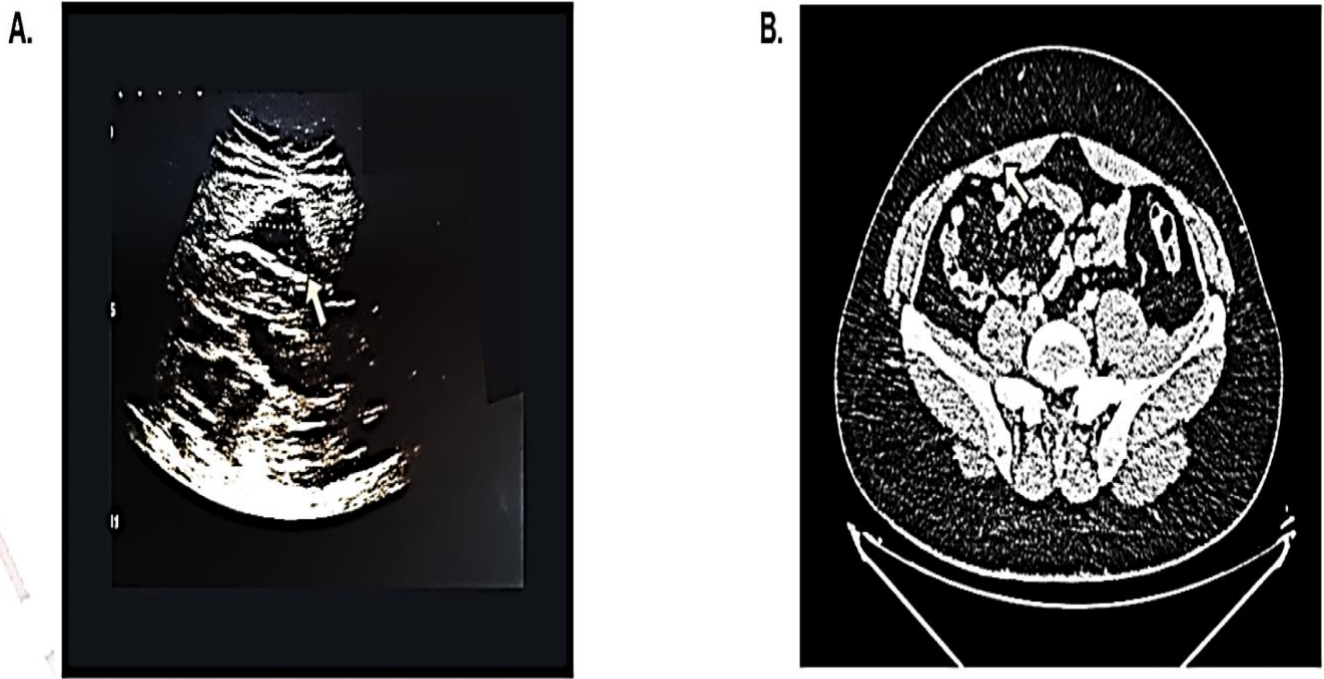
A. Rectus sheath hematoma in USG and B. Rectus Sheath Hematoma in CT
